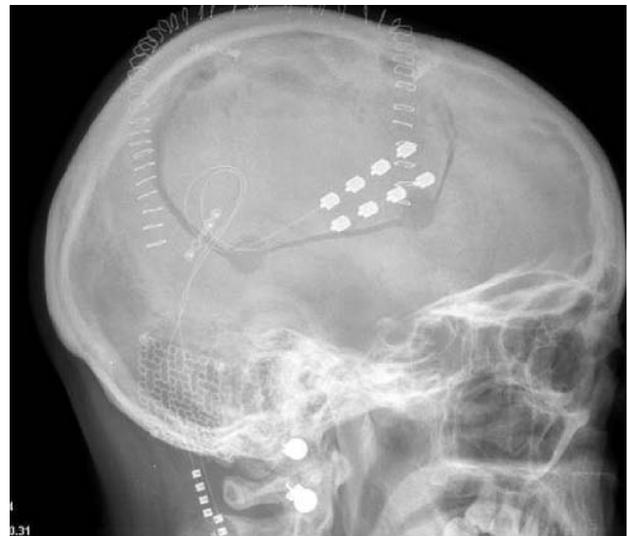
Radiografía lateral de cráneo mostrando la localización de los electrodos de estimulación definitiva (Caso 1).
